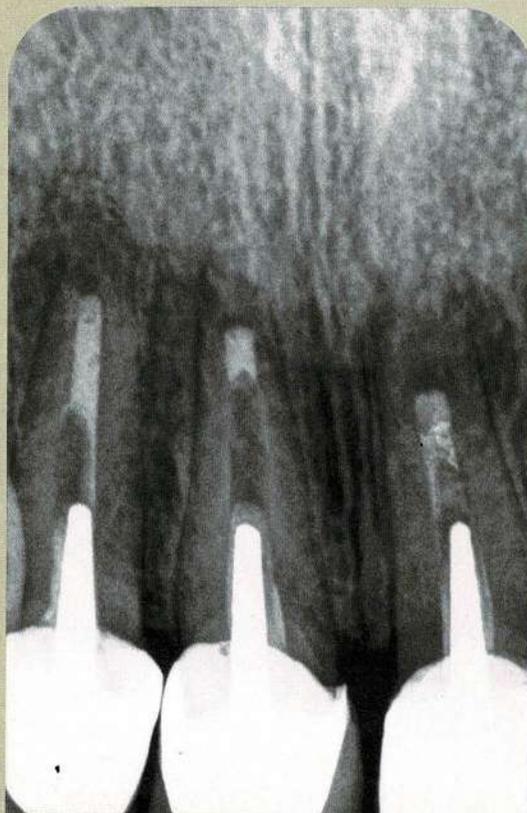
Radiographie rétro-alvéolaire préopératoire.
